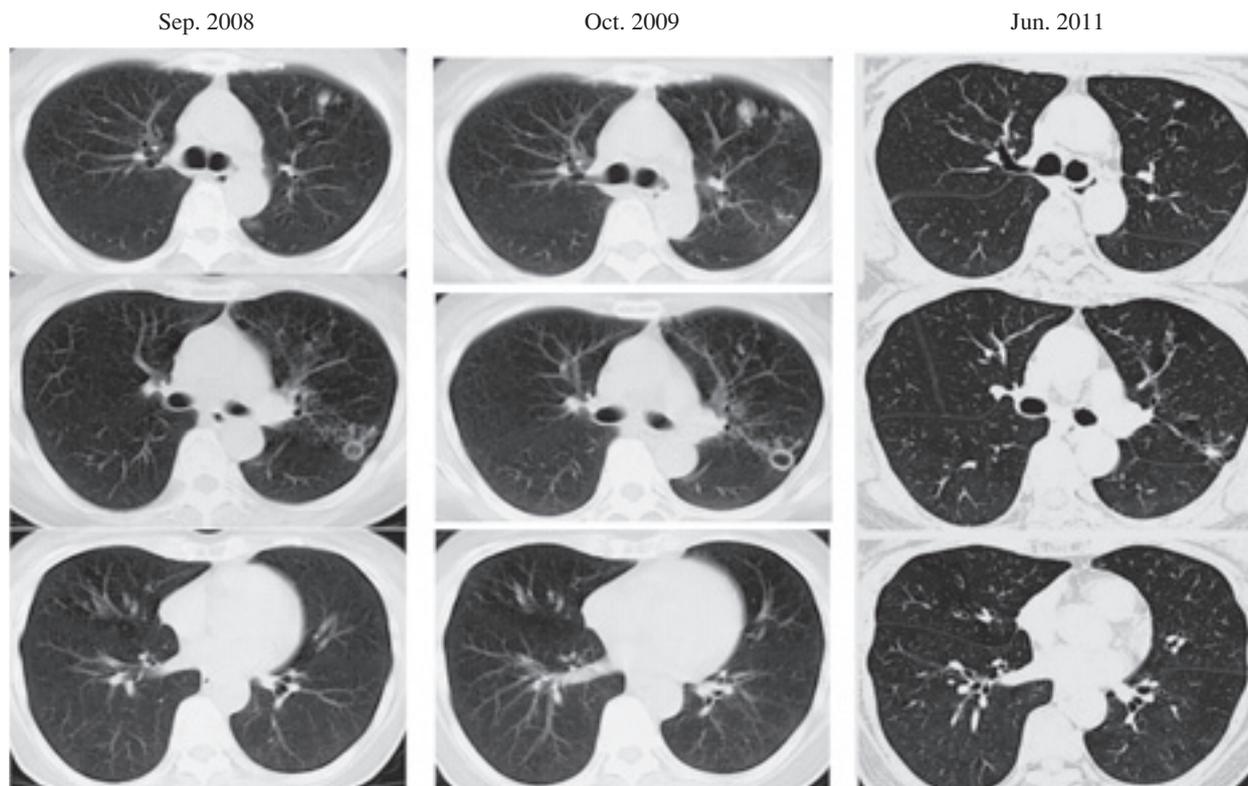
Chest CT images are shown. On the first visit in Sep. 2008 it shows a cavity in the left upper lobe with surrounding centrilobular nodules. Consolidations and bronchiectasis are also present. In Oct. 2009, cavity wall is thickened with nodular shadows increased and enlarged. After 1.5-year treatment, all the shadows improved.
